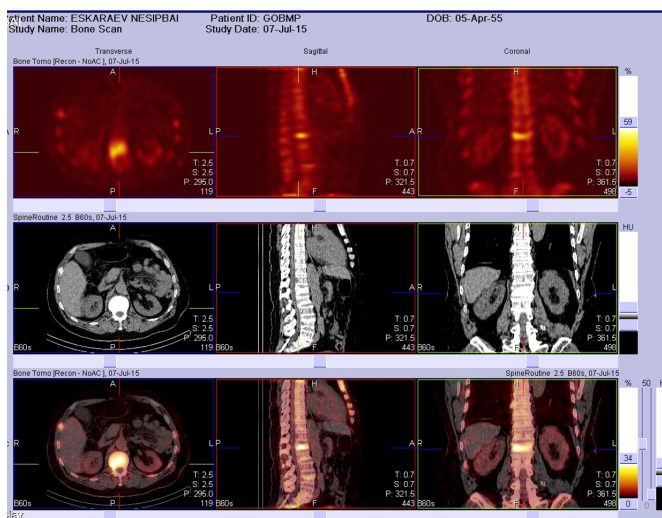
ОФЭКТ/КТ поясничного отдела позвоночника (пациент Е. 50 лет)
